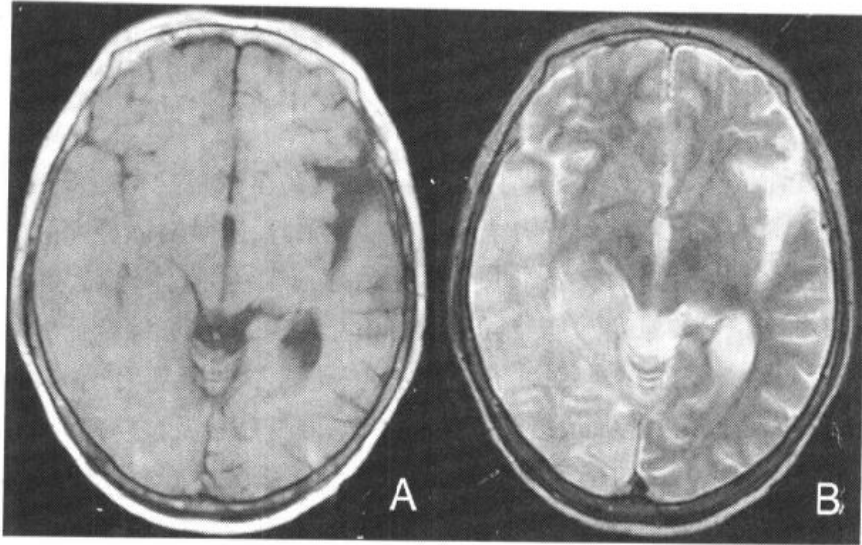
MRI 示脑梗死病灶 T1 低信号、T2 高信号
